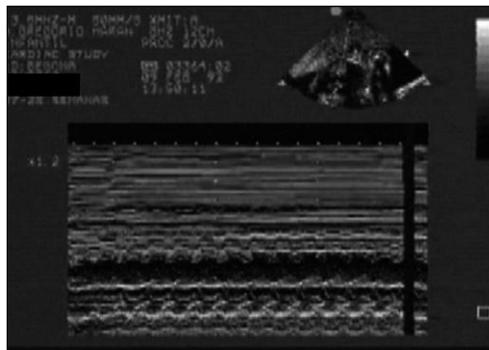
Ecocardiograma en modo M fetal. Taquicardia supraventricular a 300 lat/min. Obsérvense las contracciones sistólicas del septo interventricular.
